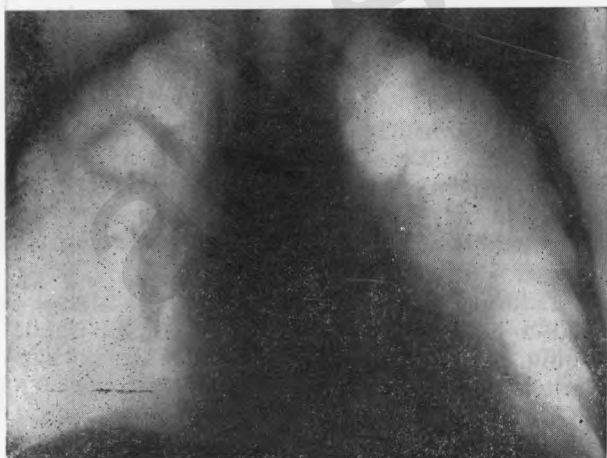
Правосторонняя каверна (томография)
